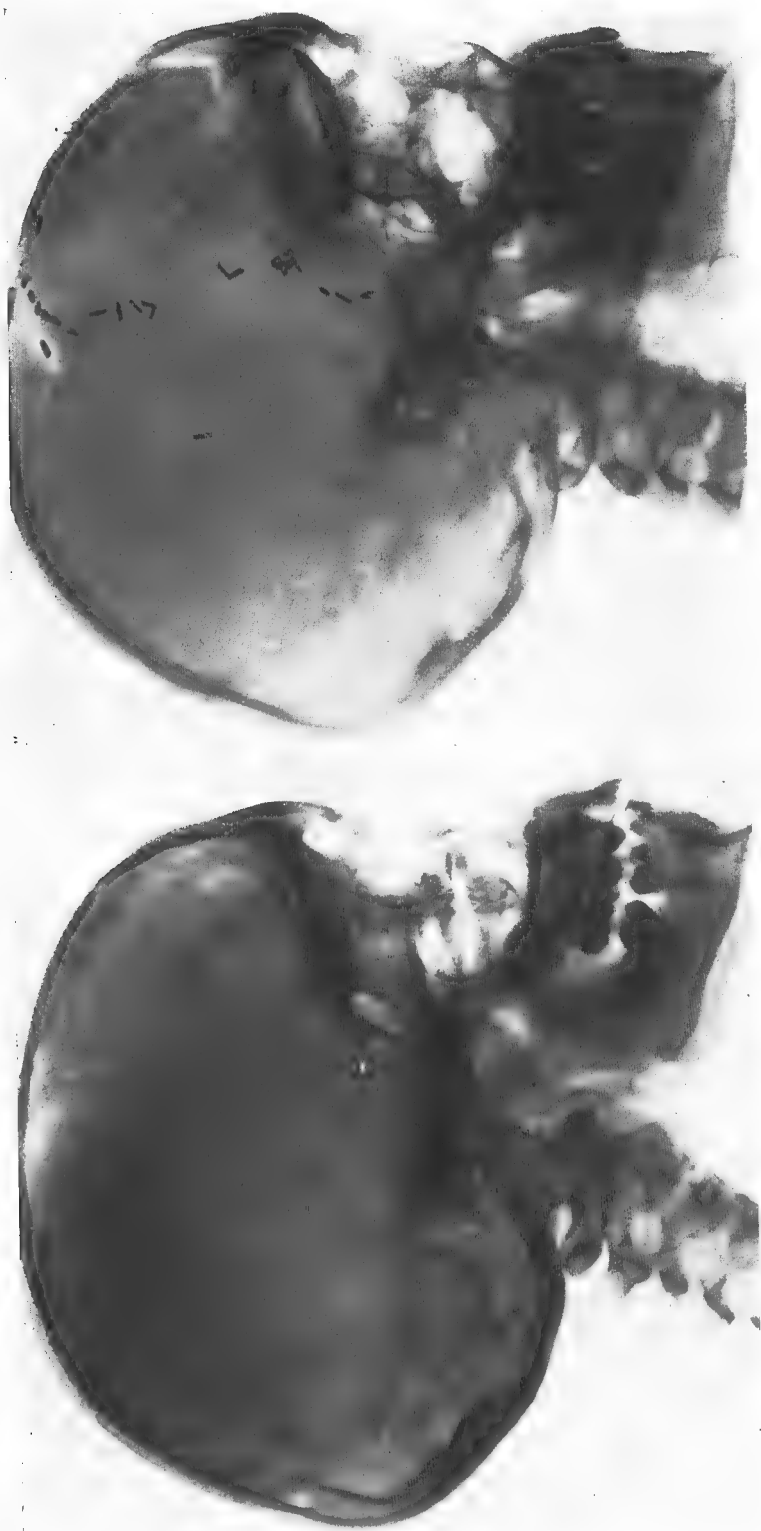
OBSERVATION. III — Radiographies de profil avant (à gauche) et après l'intervention (à droite). Remarquer la présence de clips dans le fond de la selle turcique. Les clips du haut de la figure sont placés sur la mésentée moyenne qui donnait sur toute la longueur par de petits pertuis.
